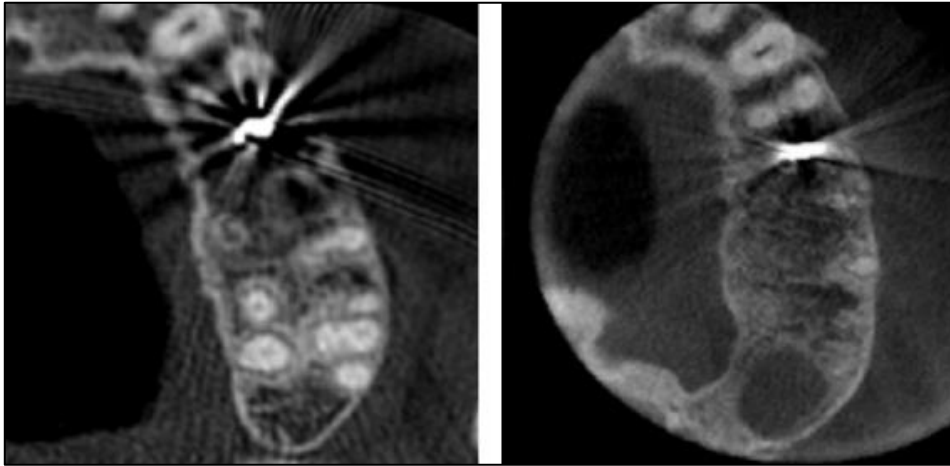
Comparaison d'un artéfact métallique entre Scanner (à gauche) et Cone Beam (à droite)
